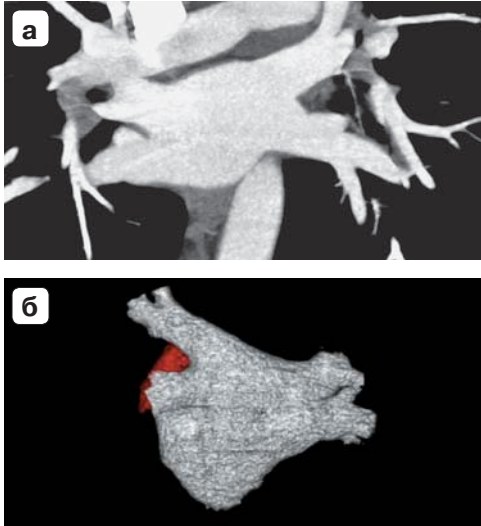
МСКТ. Вестибуль легочных вен слева. а – мультипланарная реконструкция; б – 3D-реконструкция (вид с дорсальной стороны, ушко левого предсердия выделено цветом).
